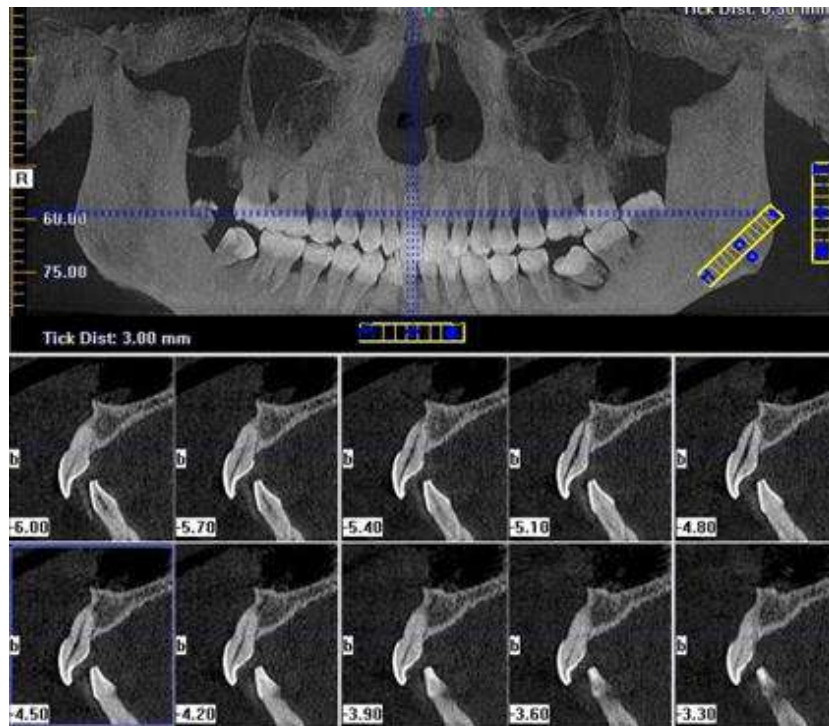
Комп'ютерна томографія зубів
